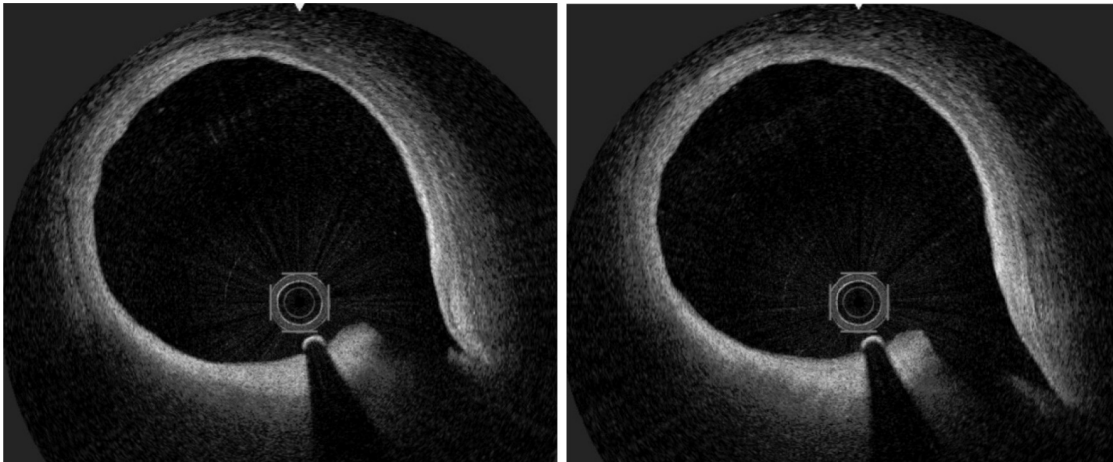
Оптическая когерентная томография правой коронарной артерии (9-е сутки заболевания) – признаки коронарного атеросклероза отсутствуют на всем протяжении, нет внутрисосудистых гематом. Диссекция эндотелия (минимальная) в месте тромбообразования и последующей ангиопластики.
